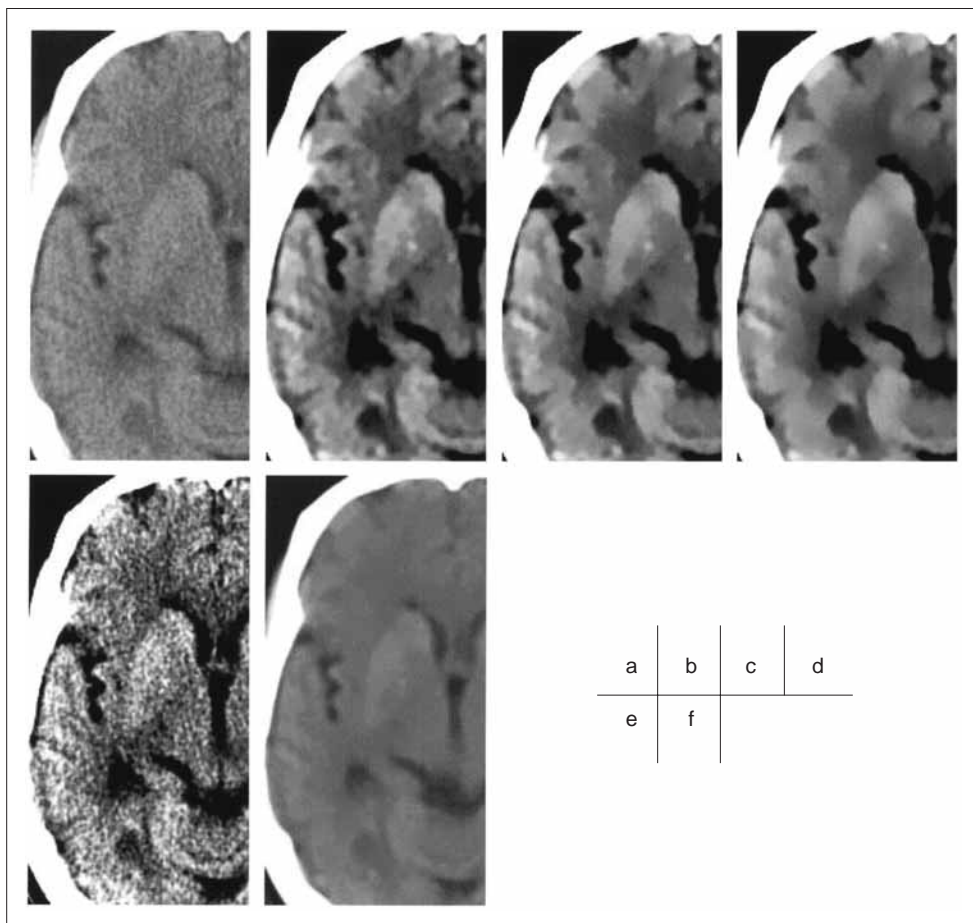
Nonenhanced CT images after applying the APSF with various threshold values and different window widths (WW).
